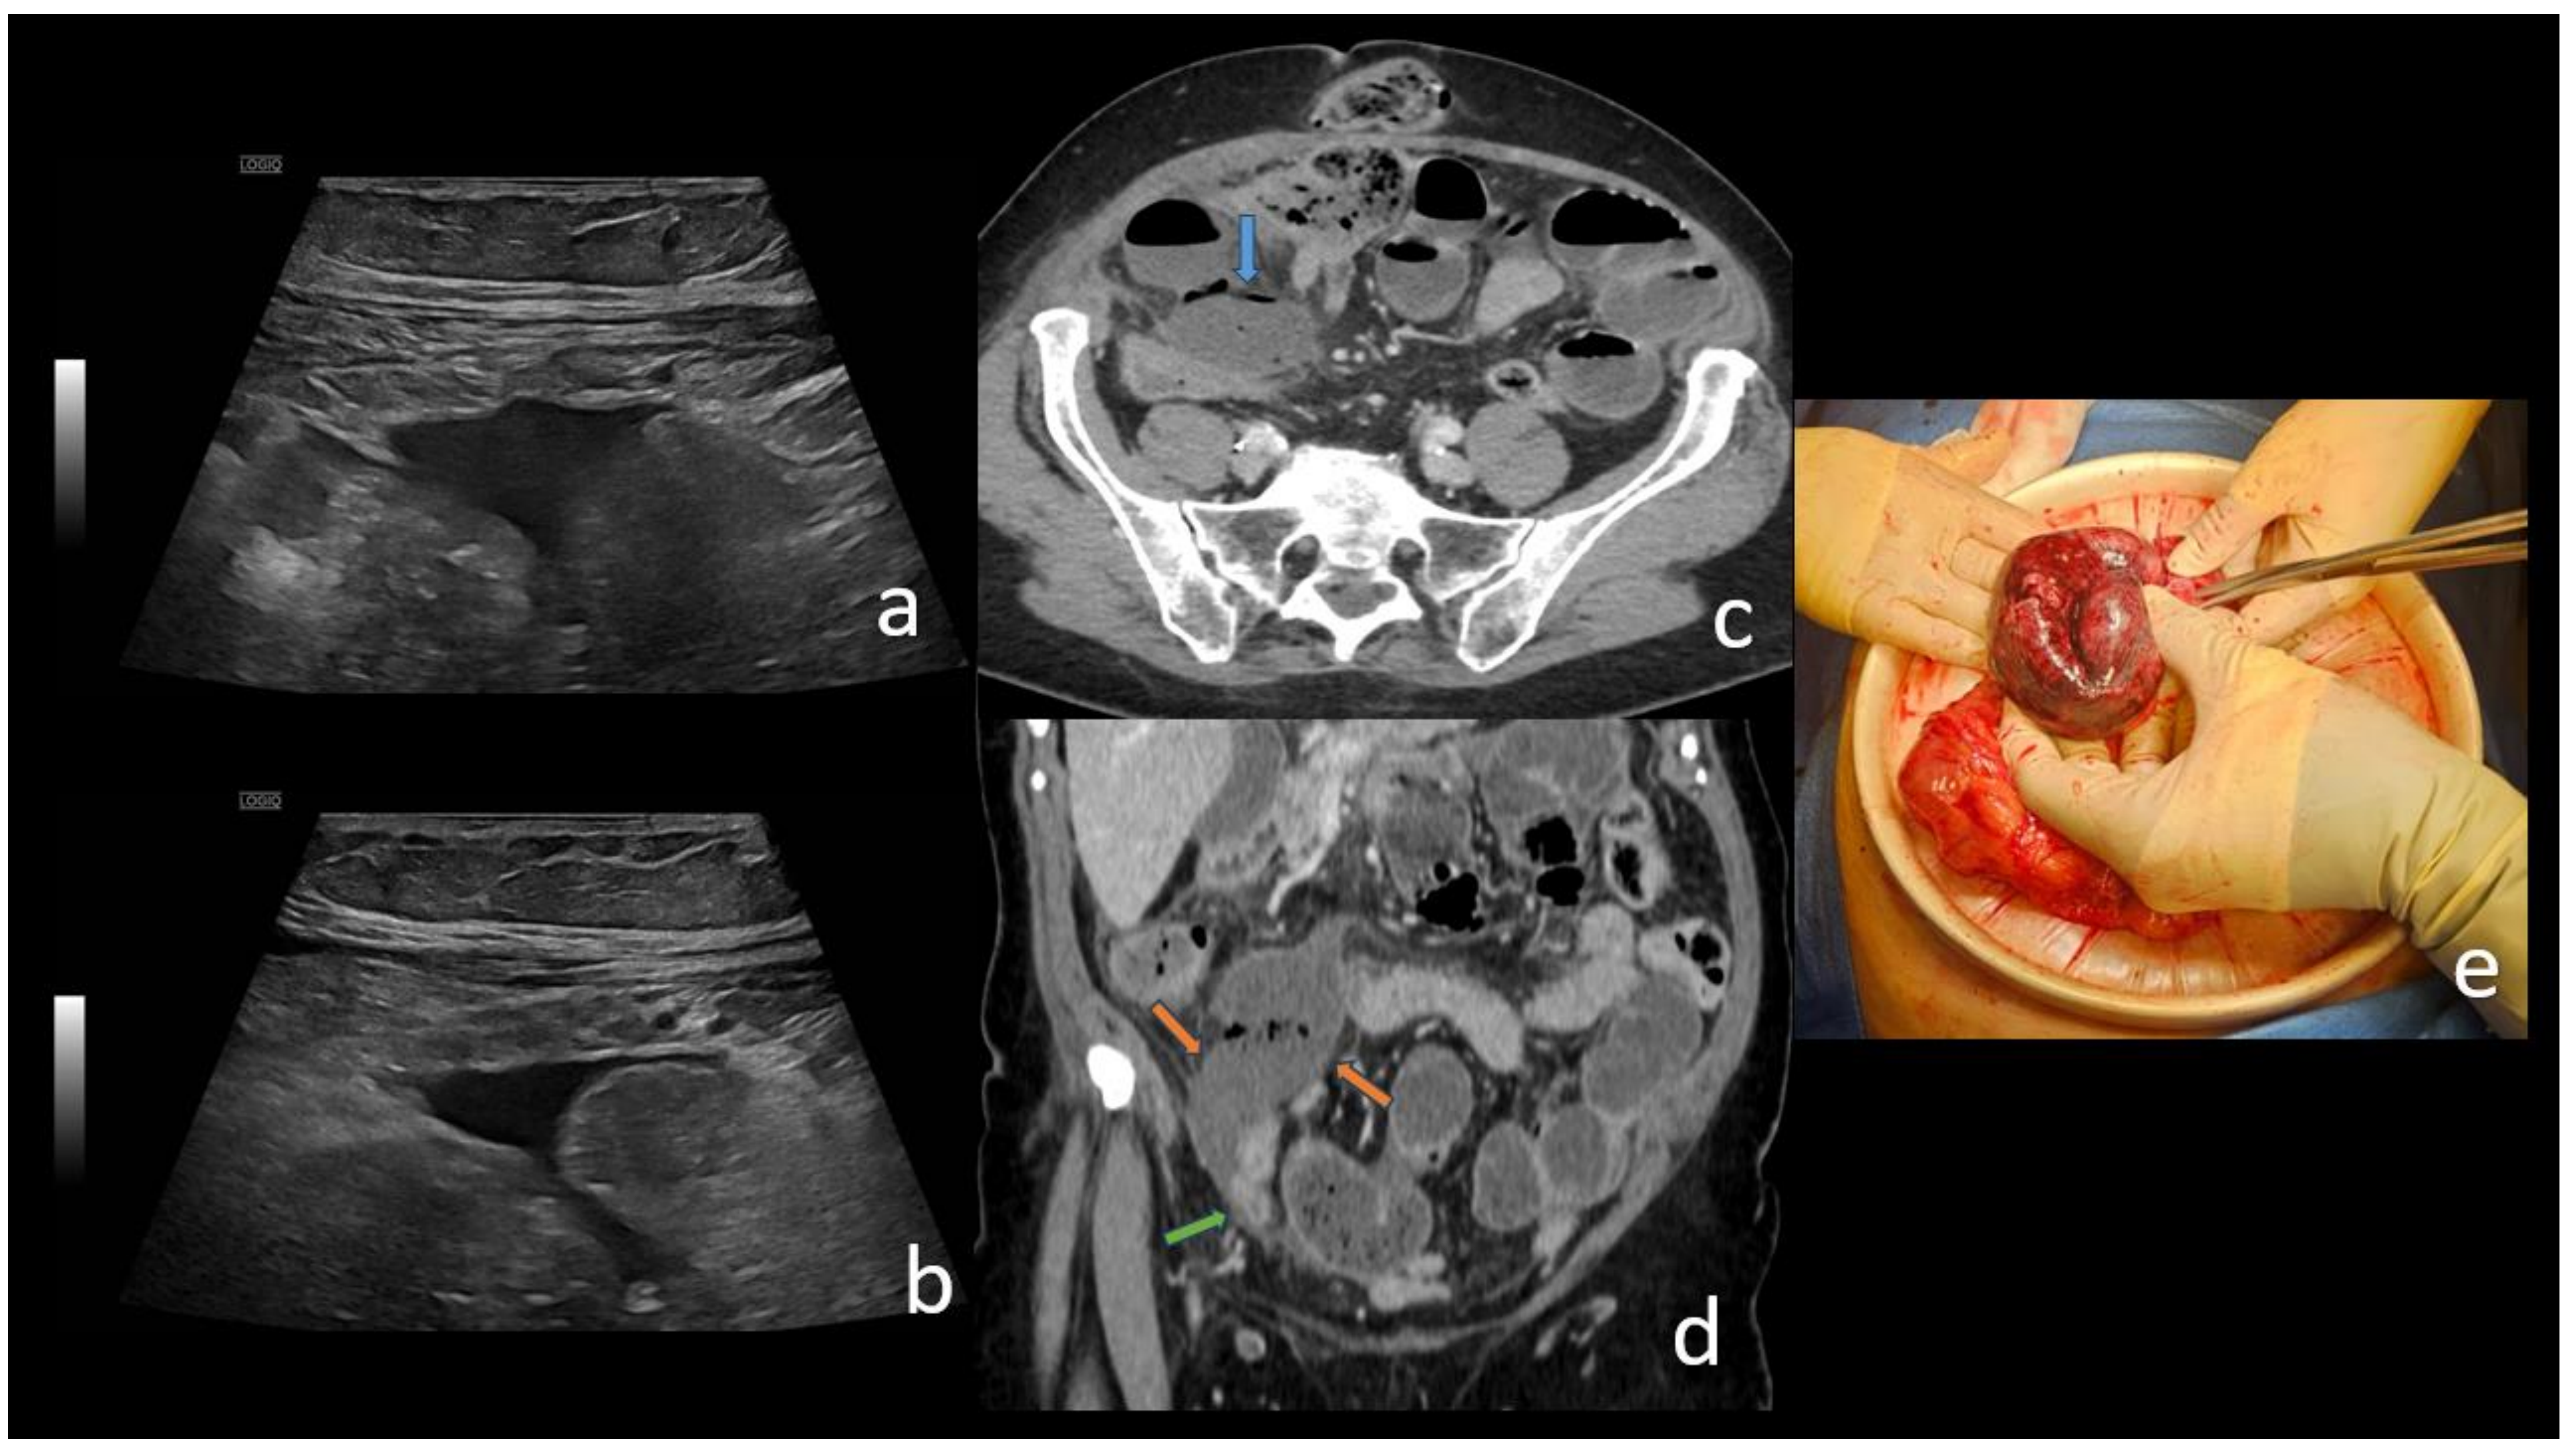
Paciente femenina de 77 años con antecedente de neoplasia ovárica. Acude con dolor en FID y elevación de reactantes de fase aguda. Presenta abundante líquido libre en FID (a) y entre asas (b) con aperistaltismo de las asas. En la TC (c, d) se observa en FID un asa dilatada con 2 cambios bruscos de calibre proximal y distal (flecha verde) compatible con asa cerrada secundario a adherencias. También se identifica neumatosis intestinal del asa afectada (flecha azul) y pobre realce de sus paredes (flechas rojas) compatible con signos de sufrimiento de asa / isquemia. Durante la cirugía se comprueban signos de isquemia / necrosis intestinal (e), la cual fue resecada. *Servicio de Radiodiagnóstico, Hospital Universitario Príncipe de Asturias, Alcalá de Henares – Madrid, España, 2024.*
